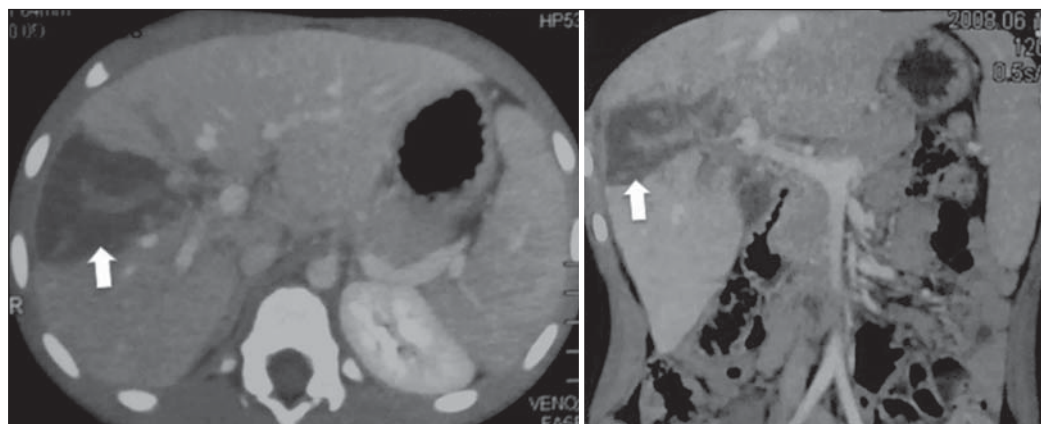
Tomografia computadorizada (axial e reconstrução coronal) realizada durante a internação mostrando trauma hepático atingindo ramo direito portal e hilo hepático (setas). A veia porta e o ramo esquerdo portal não foram lesados nesta época.
